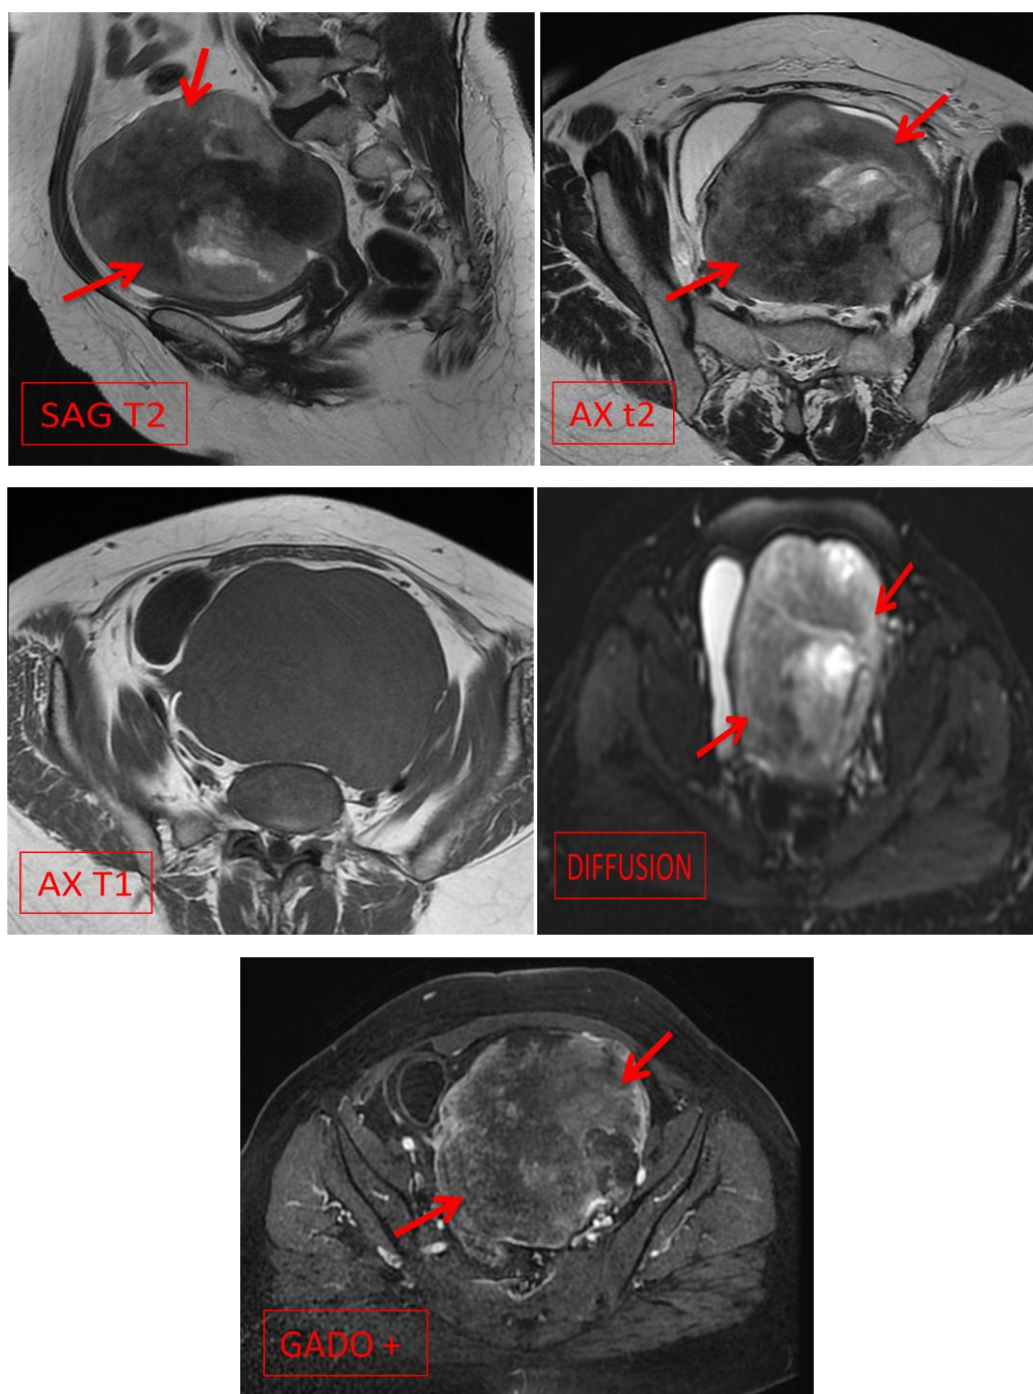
Aspect IRM d'un sarcome du stroma Endométrial : cas n° 3
